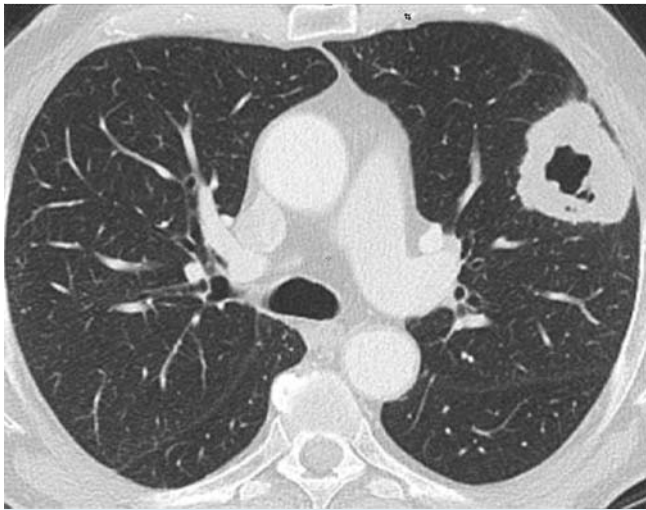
CT mit Kavität: dickwandige irreguläre Kavität im linken Oberlappen.
